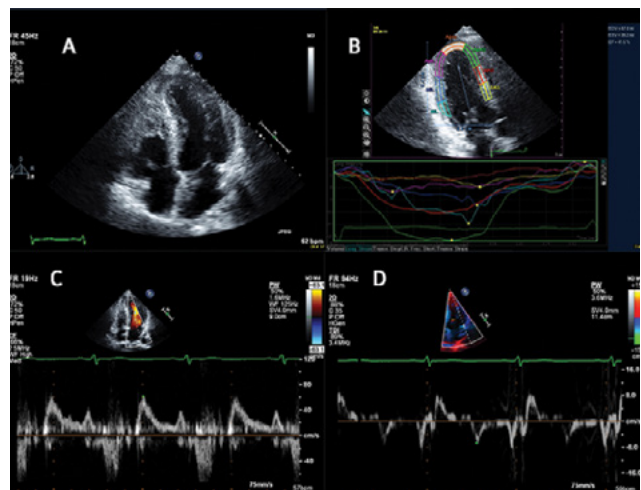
(A). Vista apical 4 cámaras mostrando hipertrofia ventricular izquierda de predominio medioventricular (B) Imagen paramétrica de strain longitudinal global y regional en apical 3 cámaras exhibiendo pobre deformación de los segmentos basal y medio del septum interventricular anterior (clásico de MCH) (C). Flujograma mitral por Doppler pulsado con relación $E/A < 1.5$ (D). Doppler tisular con onda e' lateral < 8 cm/s para una relación E/e' lateral > 10 correspondiente con aumento de las presiones de llenado.
